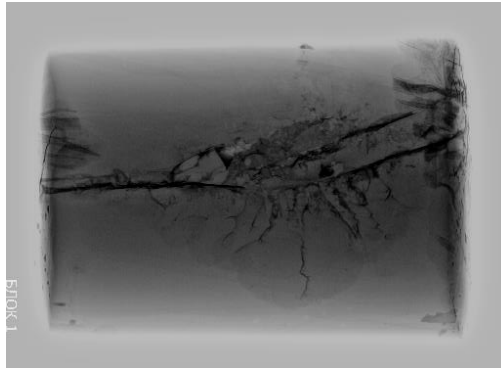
Залишкові елементи ТПП в блоці балістичного желатину. Рентгенографія в боковій проєкції після попереднього контрастування ранового каналу.
